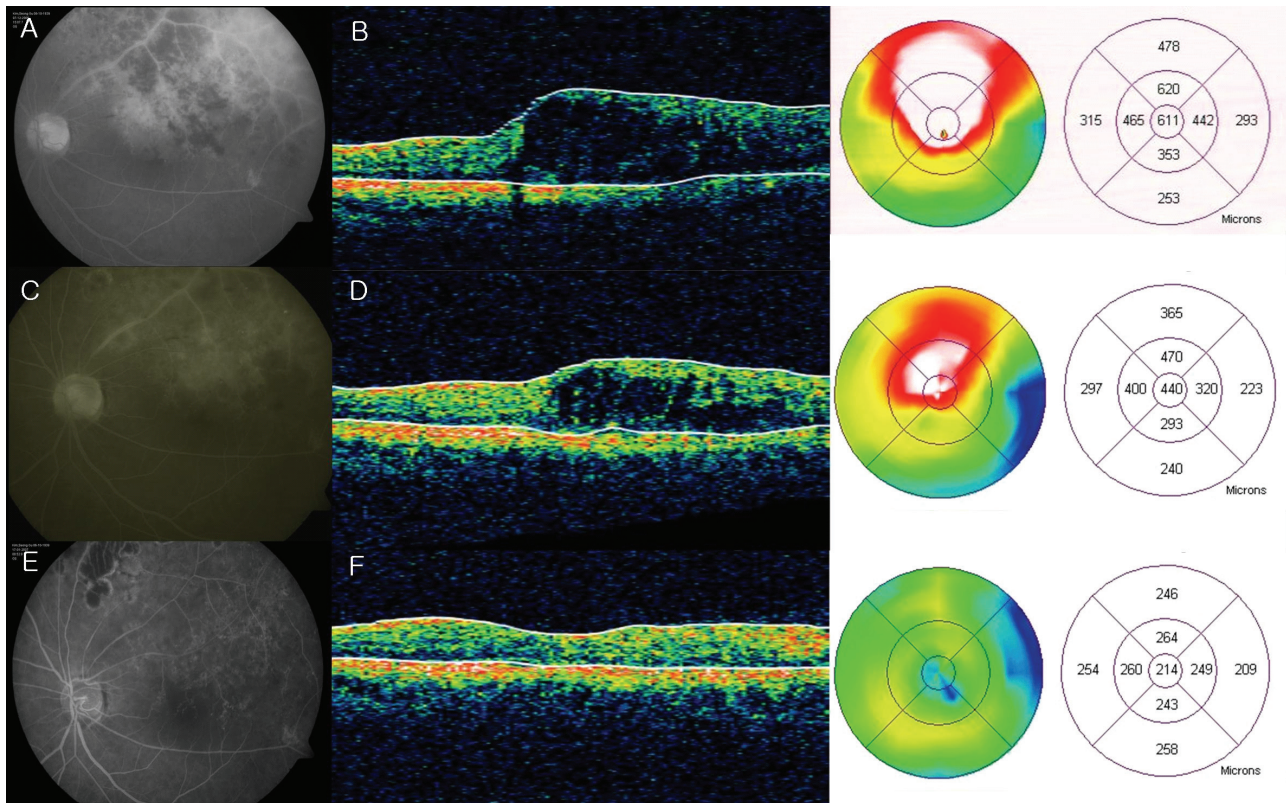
A case of branched retinal vein occlusion (BRVO). (A) Fluorescein angiography (FA) image at the first visit before treatment shows venous occlusion at superior vascular arcade. Best corrected visual acuity was 0.16 (B) Optical coherence tomography (OCT) image demonstrates multiple cystic edema of the macula. Central retinal thickness was 660 μ m. (C) FA image after intravitreal triamcinolone injection and grid/focal laser treatment. (D) OCT image demonstrates preexisting macular edema. Central retinal thickness was 440 μ m. (E) At 3 months after Avastin injection, FA image shows no leakage. (F) Central retinal thickness at month 3 was 214 μ m, cystoid macular edema subsided. Visual acuity improved to 0.32.
